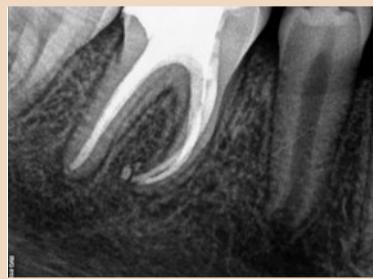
Контрольная рентгенограмма, сделанная через 3 мес., демонстрирует практически полное заживление.
